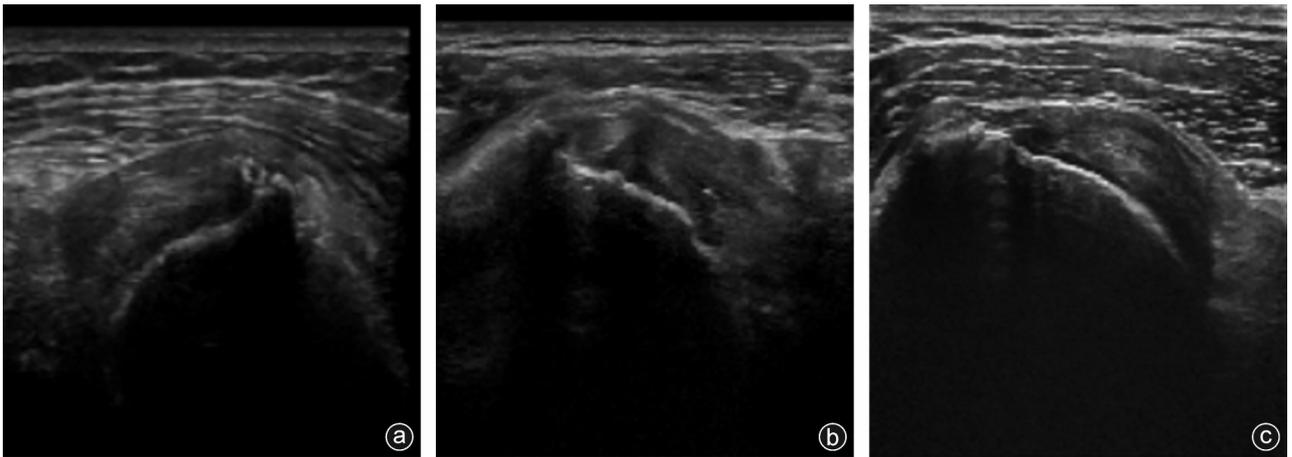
超声诊断影像 a:肩胛下肌腱肿胀,小片状低至无回声区,提示撕裂;b:肩胛下肌腱肿胀,回声降低,不均质,小片状不规则低回声,提示撕裂;c:肩胛下肌腱滑囊面厚薄不均,前方片状无回声,提示撕裂
